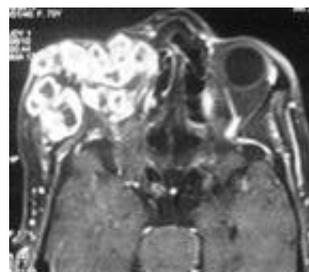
IRM : Récidive d'une tumeur mixte.
